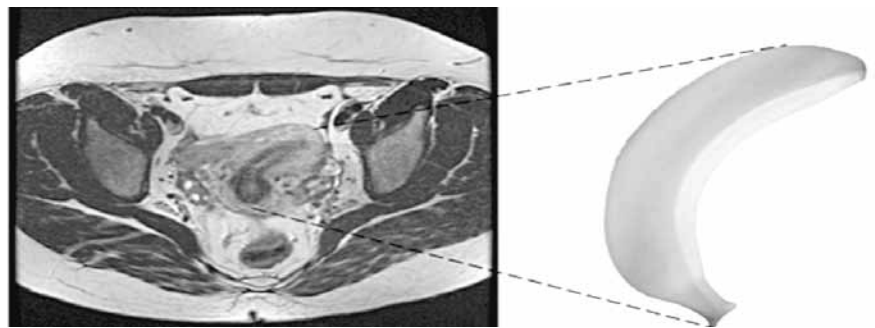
Es aconsejable agendar la RM o US 3D a la mitad del ciclo menstrual para asegurar la máxima visualización del endometrio en ambos cuernos.
